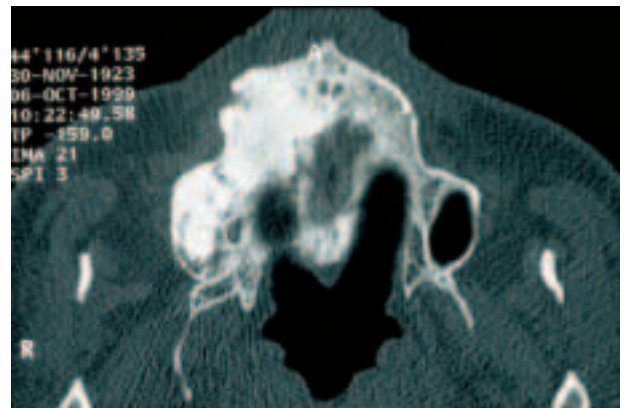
CT vor der Tumorentfernung
